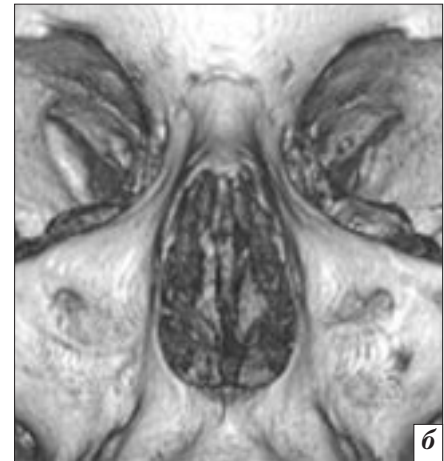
МСКТ, 3D-реконструкция, костный режим: носовые кости 4-го типа у пациента с ромбовидной апертурой (носововерхнечелюстные швы параллельны друг другу, узкий вид), единый центральный краевой дефект
